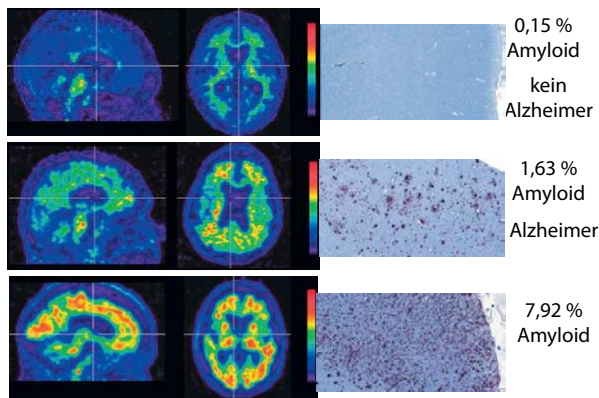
Messung von Plaques im Gehirn mit PET. Die Kontrollaufnahmen wurden nach dem Tod der Patienten mit Antikörpern auf  $\beta$ -Amyloid gefärbt und fotografiert.[5]
